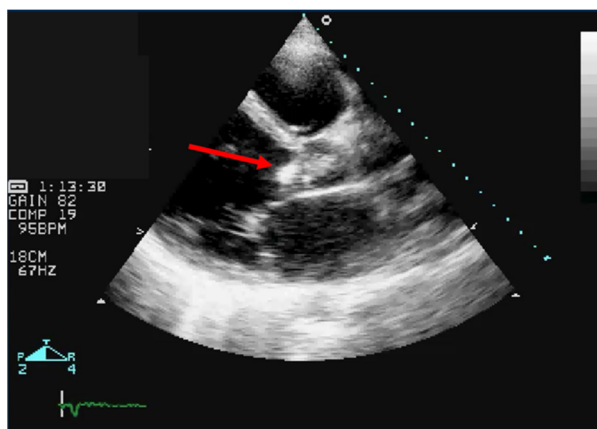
ETT, incidență parasternal ax lung: formațiune ecodensă atașată de fața ventriculară a valvei aortice, sugestivă pentru vegetație (săgeata roșie).
